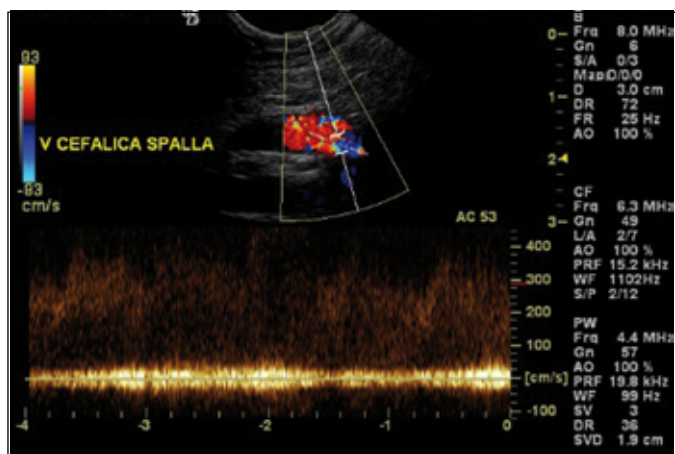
Ecocolordoppler: parametri di flusso alla confluenza cefalico-succlavia.
